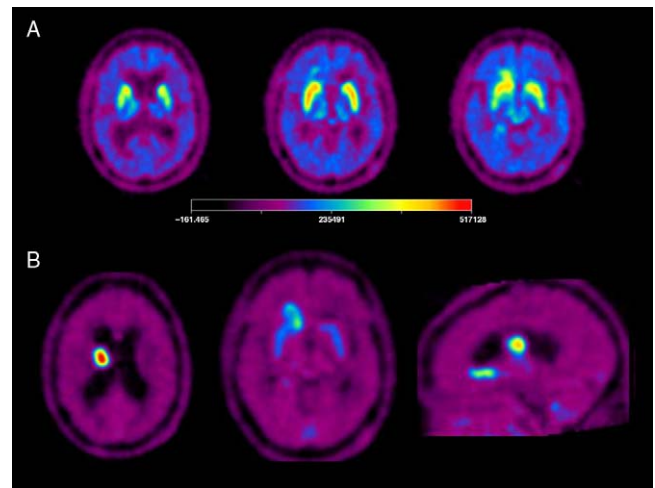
Estudio PET con ¹⁸F-FDOPA. A) Evaluación de la actividad dopaminérgica durante la metabolización de la FDOPA a FDopamina mediante la enzima dopadecarboxilasa (atrapamiento) entre los 30 y 90 min tras la administración. B) Evaluación del transporte de aminoácidos entre los 10 y 30 min en el mismo paciente. Se aprecian varias lesiones hipercaptantes en corona radiada derecha, por delante e inferior al núcleo caudado derecho y en cerebelo compatibles con lesiones tumorales.
